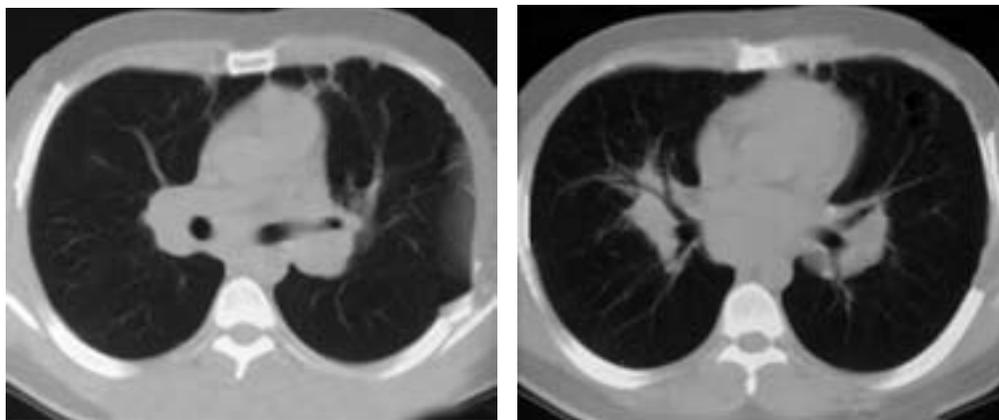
КТ органов грудной клетки, аксиальные срезы (2005 г.). Выраженное увеличение внутригрудных лимфатических узлов, очаговые субплевральные тени.
